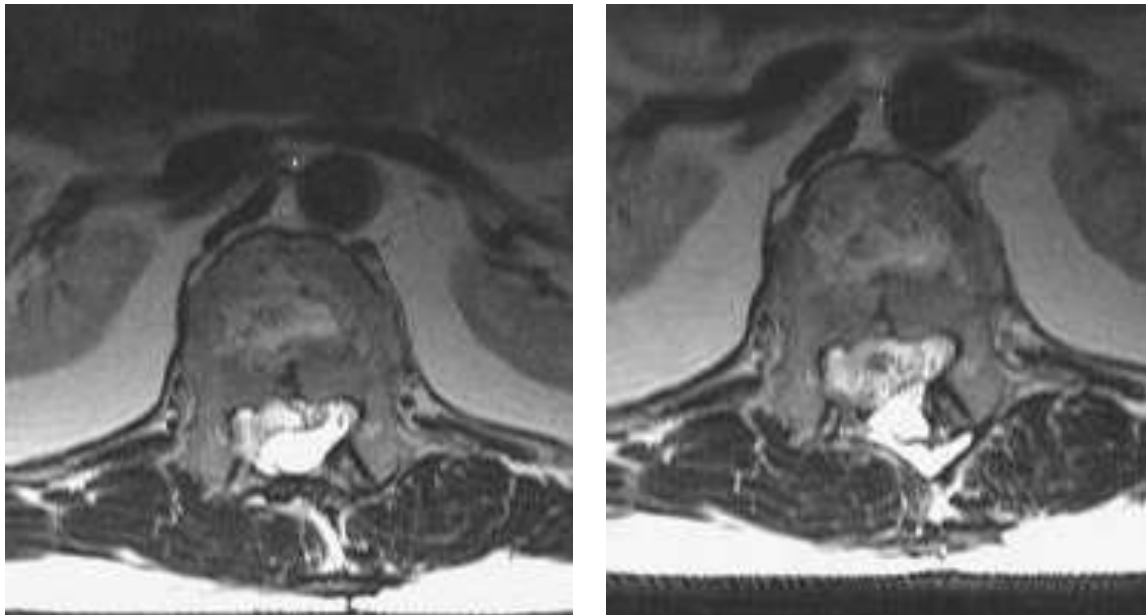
Comparaison des aspects IRM avant et après chirurgie pour un patient paraplégique (patient n°6, fracture-dislocation de T 10 et T 11).
